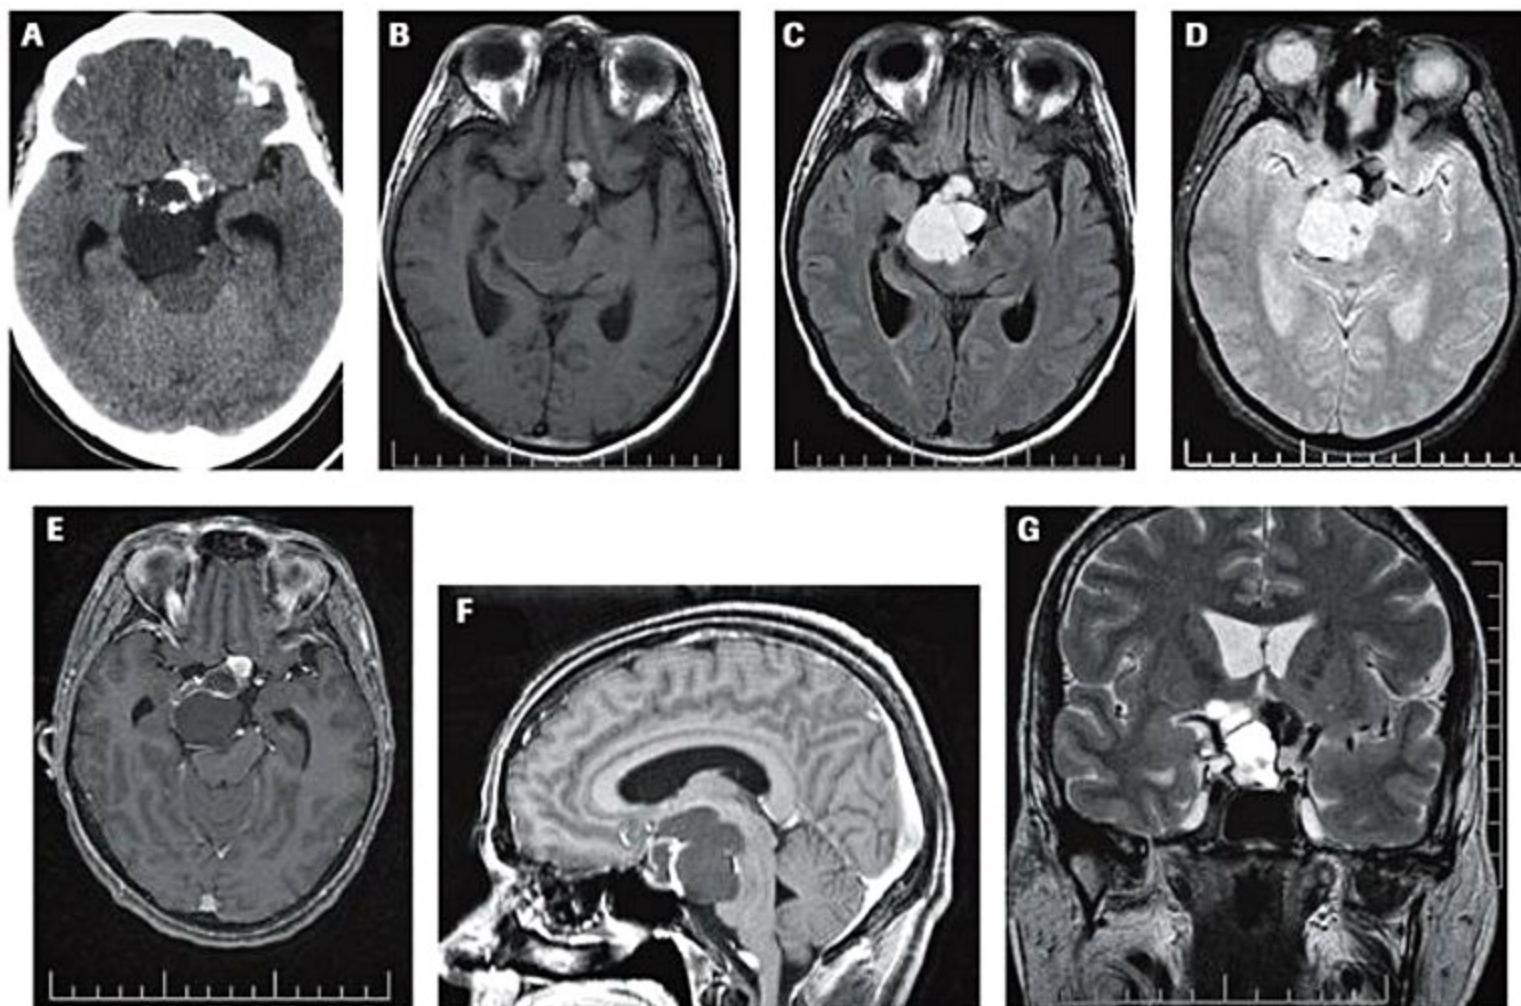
Craniofaringioma. (A) TC de crânio sem contraste evidencia volumosa lesão mista selar e supraselar com áreas císticas, nodulares, sólidas e calcificações. (B) Axial T1 sem contraste. As áreas císticas têm sinal intermediário/baixo e as sólidas, intermediário/alto. (C) Axial FLAIR. As áreas císticas têm sinal intermediário/alto. (D) Sequência T2*. As áreas de calcificação apresentam abolição de sinal. (E) Axial T1 pós-contraste. Observe focos de realce murais nas porções sólidas. (F) Sagital T1 pós-contraste. Efeito de massa da lesão sobre ponte e hipotálamo. (G) T2 coronal.
